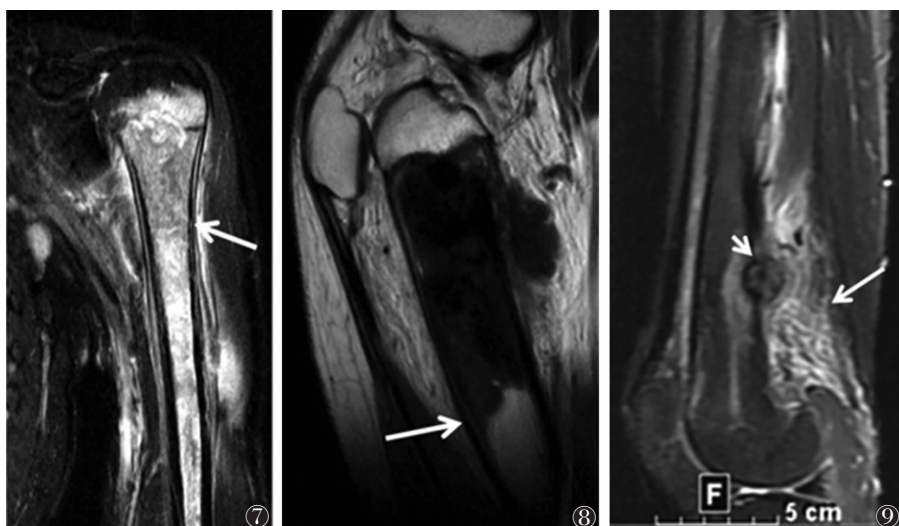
女,34 岁,骨髓炎。MRI 平扫 T₂WI 脂肪抑制序列显示肱骨大部区域边界不清的高信号(箭),未见明显肿块 图 8 男,17 岁,骨肉瘤。MRI 平扫 T₁WI 显示股骨上部干骺端 T₁WI 异常低信号区域,边界清晰,与正常骨髓截然分界(箭) 图 9 女,33 岁,骨母细胞瘤。MRI 平扫 T₂WI 脂肪抑制序列显示股骨后缘皮质区域直径约 1.7 cm 的瘤巢(短箭)及周围大范围软组织水肿(长箭)
